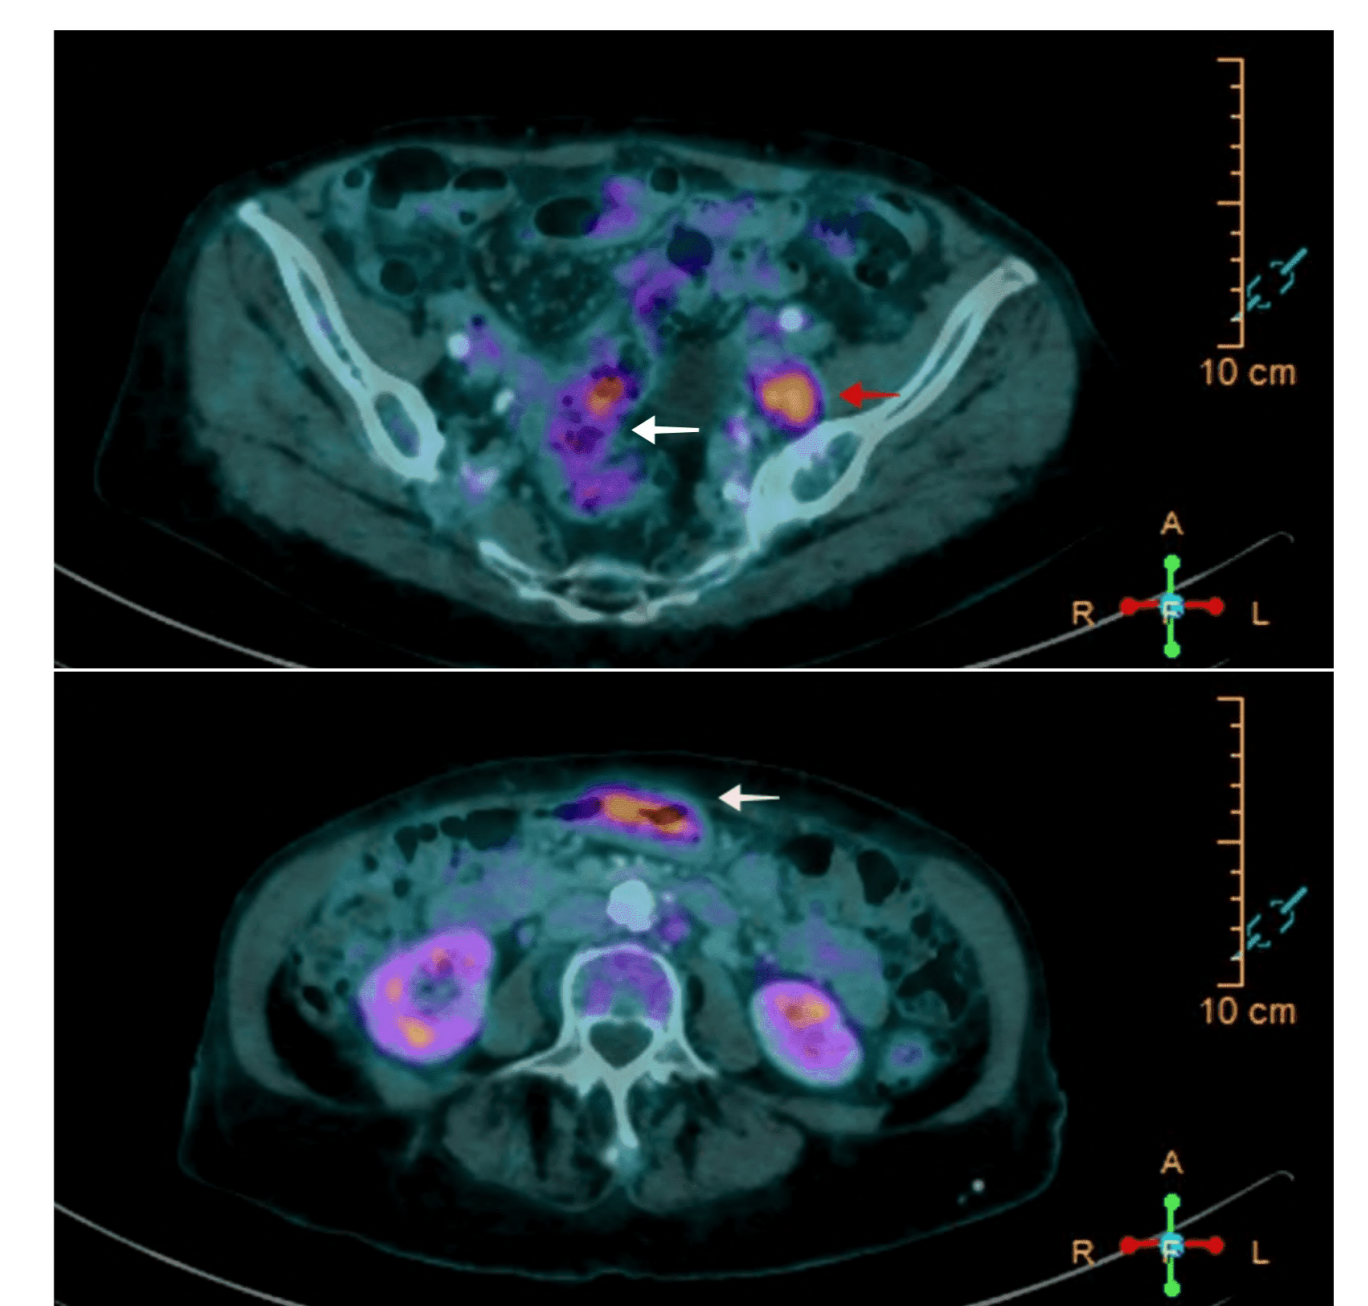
PET-TC. Hipermetabolismo en adenopatías ilíacas izquierdas (flecha roja), recto-sigma (flecha blanca superior) y antro gástrico (flecha blanca inferior).
